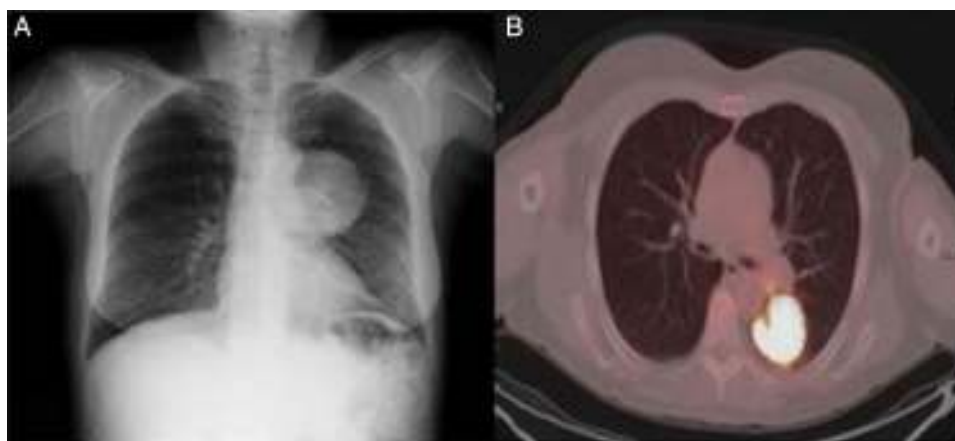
A) Radiografía de tórax: masa paracardiaca izquierda. B) Tomografía por emisión de positrones; masa inferior izquierda con aumento acusado del metabolismo glicídico que contacta con pleura posterior, espacio paravertebral y cisura mayor.
